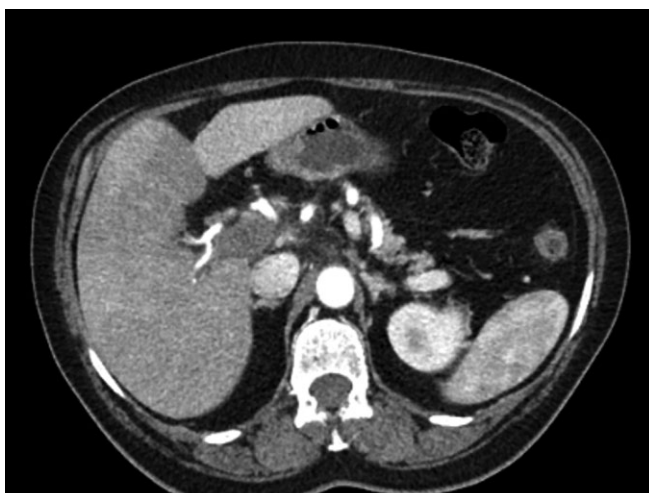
TC abdominal a demonstrar trombose aguda da veia porta.
